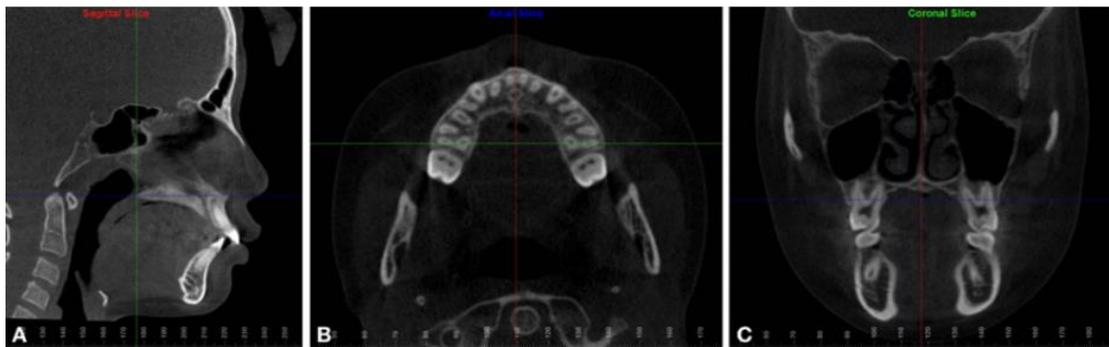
Reorientación de imágenes CBCT. Reorientado paralelo al plano palatino (A. Sección sagital), pasando por los ápices radiculares de ambos primeros molares superiores (B. Sección axial) y paralelo al paladar duro (C. Sección coronal).
